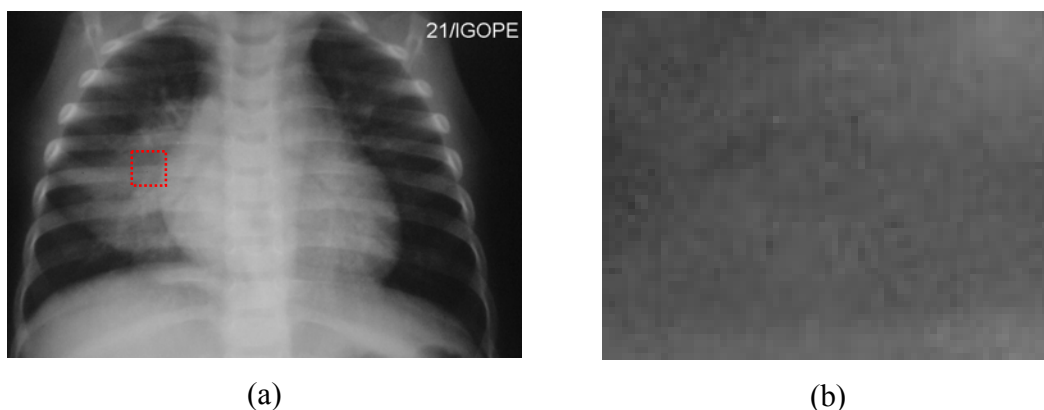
Radiografia típica do padrão compatível com pneumonia bacteriana (a). A imagem (b) mostra a organização dos níveis de cinza (textura) na região em destaque na imagem (a).
